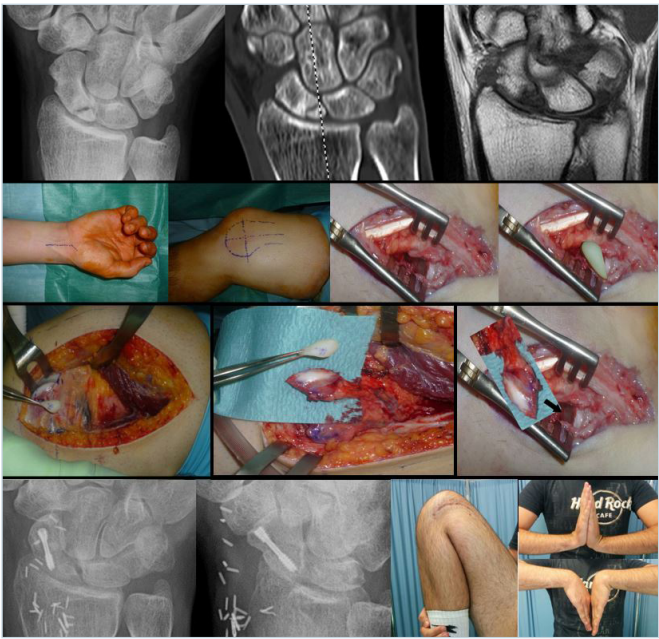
Ricostruzione del polo prossimale dello scafoide con innesto osteocondrale da condilo femorale mediale – in altromil quadro RX preoperatorio – la tecnica chirurgica al centro – risultato clinico e radiografico in basso.
